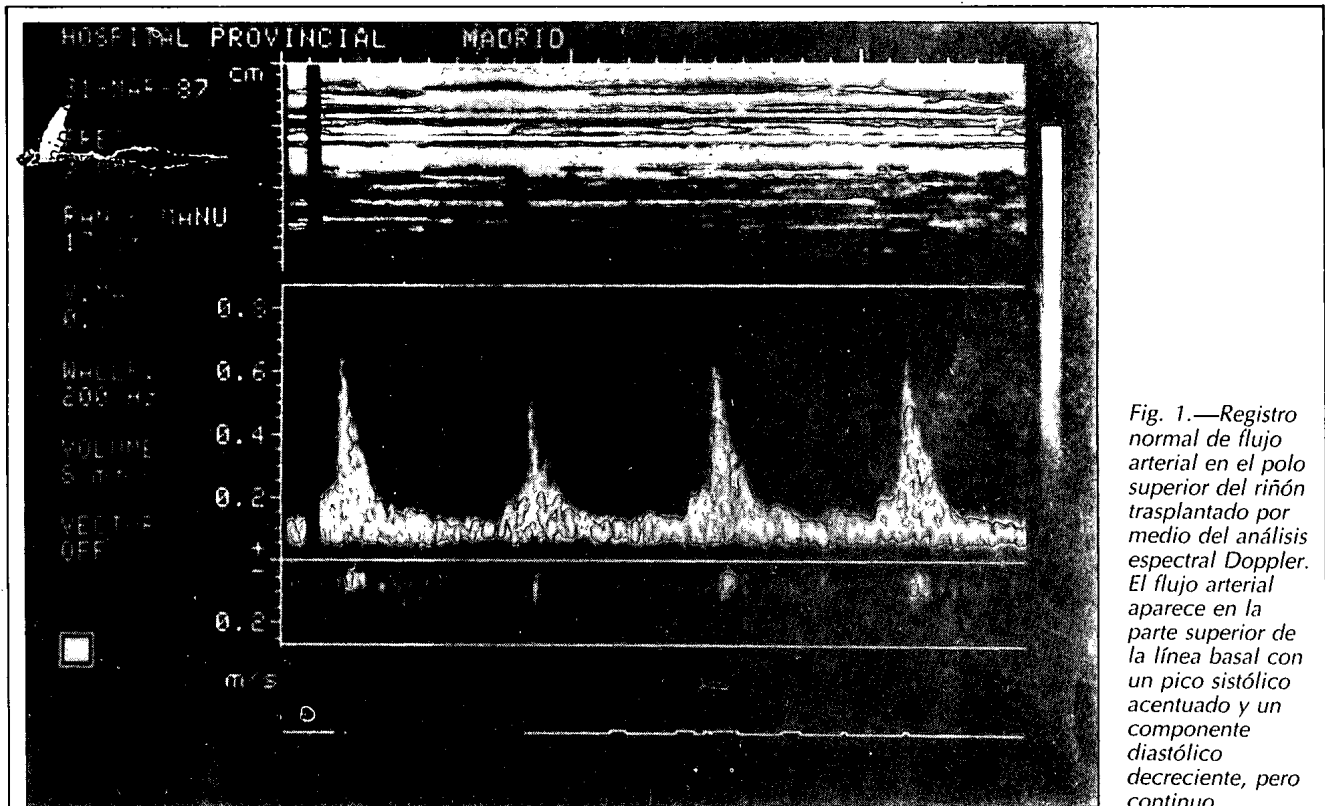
Registro normal de flujo arterial en el polo superior del riñón trasplantado por medio del análisis espectral Doppler. El flujo arterial aparece en la parte superior de la línea basal con un pico sistólico acentuado y un componente diastólico decreciente, pero continuo.
